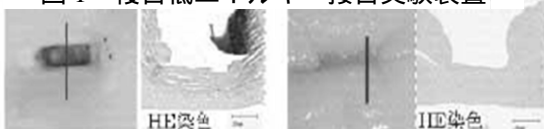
超音波メスによる損傷組織外観と染色および提案方法による低損傷接合外観と染色
